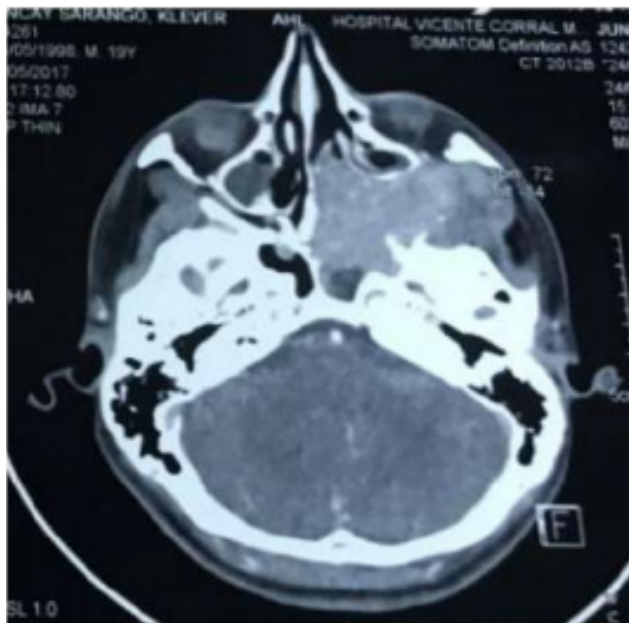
Corte axial de tomografía axial computarizada contrastada donde se observa masa ocupante en seno maxilar, orbita, fosa nasal derecha.
